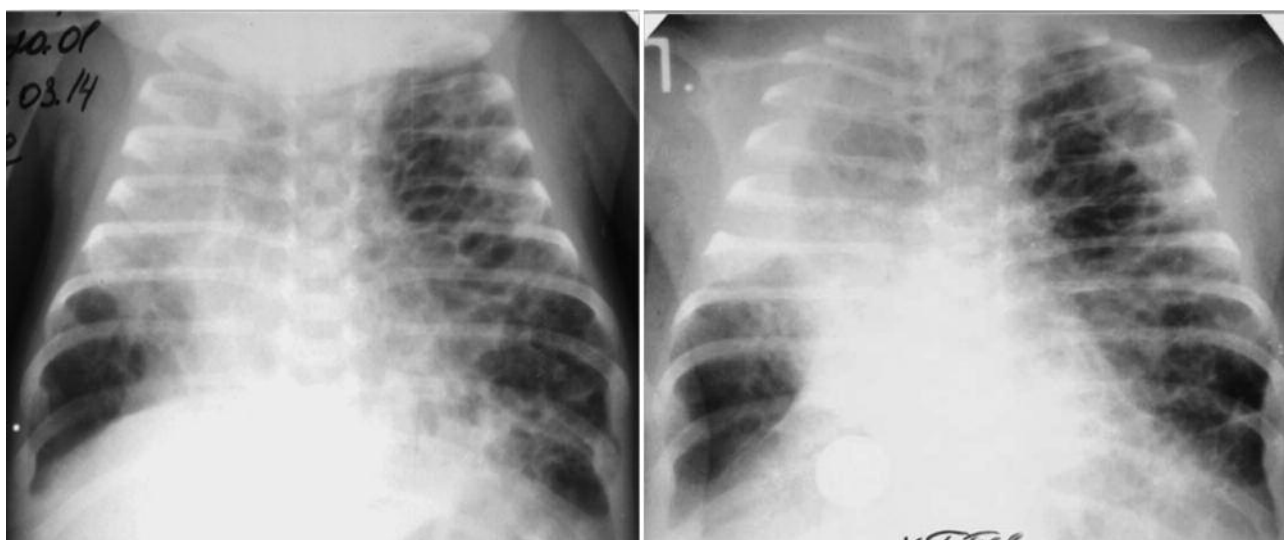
Персистуюча ІЛЕ лівої легені, ателектаз верхньої частки правої легені у недоношеній дитині: підвищена пневматизація легеневої тканини та збільшення лівої легені в об'ємі, множинні дрібні кістоподібні просвітлення (пневматоцеле) від 1 до 3 мм у діаметрі; формування медіастинальних псевдокил (рентгенограми ОГК у віці 14 (а) та 18 (б) діб життя)
